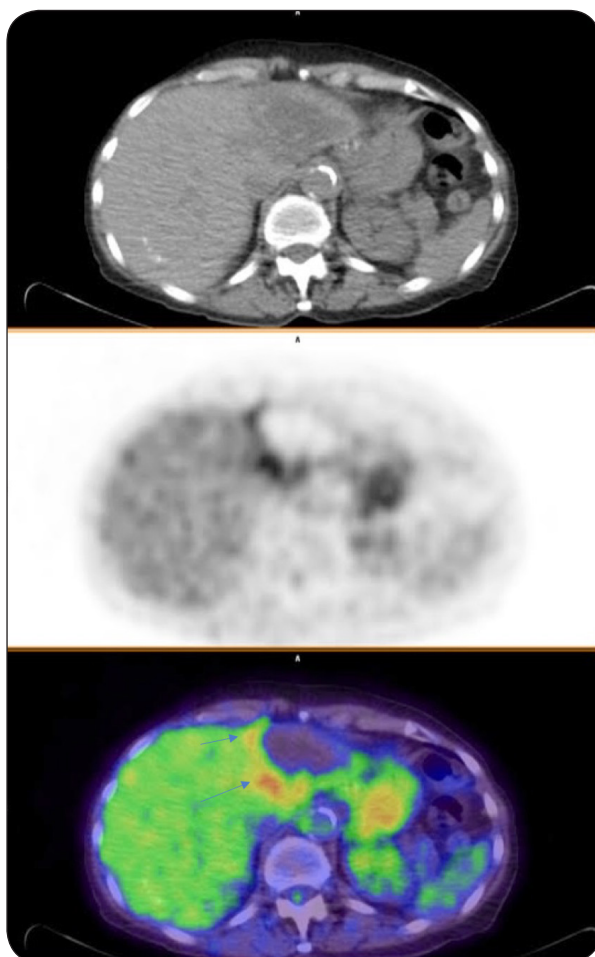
(A-B-C). Lésion hépatique d'EA explorée en PET/CT (coupes transverses : CT, PET et images fusionnées). La lésion hypodense est hypométabolique, avec une plage d'hyperactivité péri-lésionnelle (Flèches).
